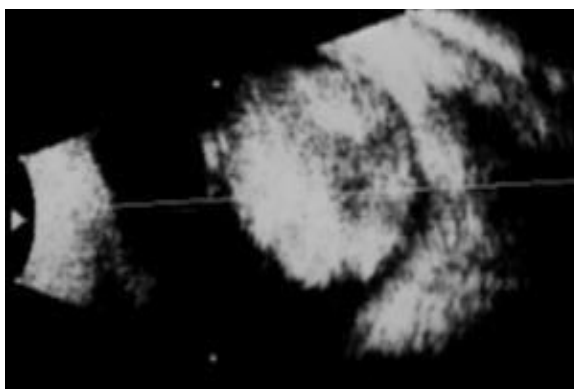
Image échographique d'un foyer de Rb. Les parties hyperéchogènes et le trou échographique au niveau de la graisse orbitaire traduisent la présence de calcifications [26].
